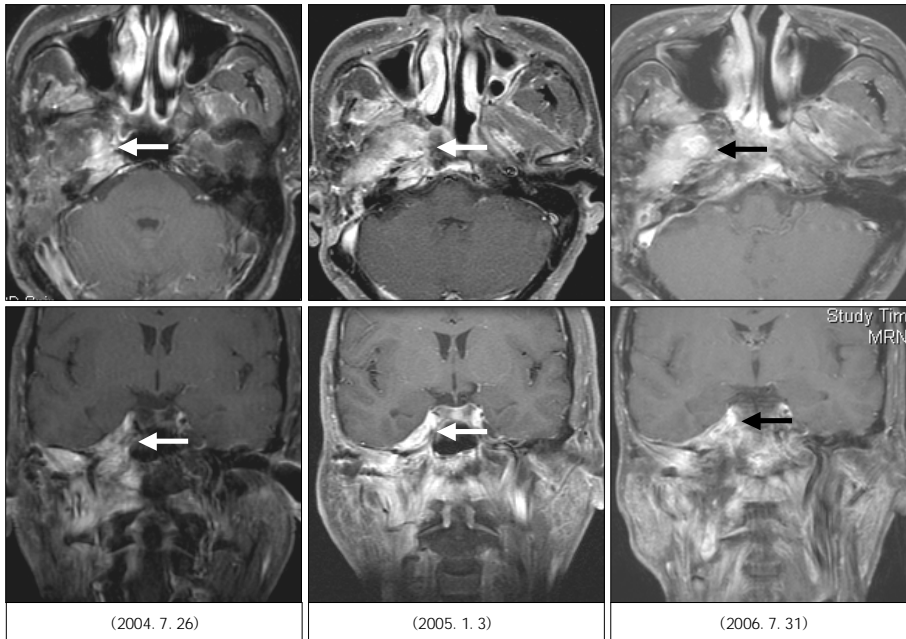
Serial MRI shows irregular enhancement in right infratemporal fossa muscle and fascia plane.
